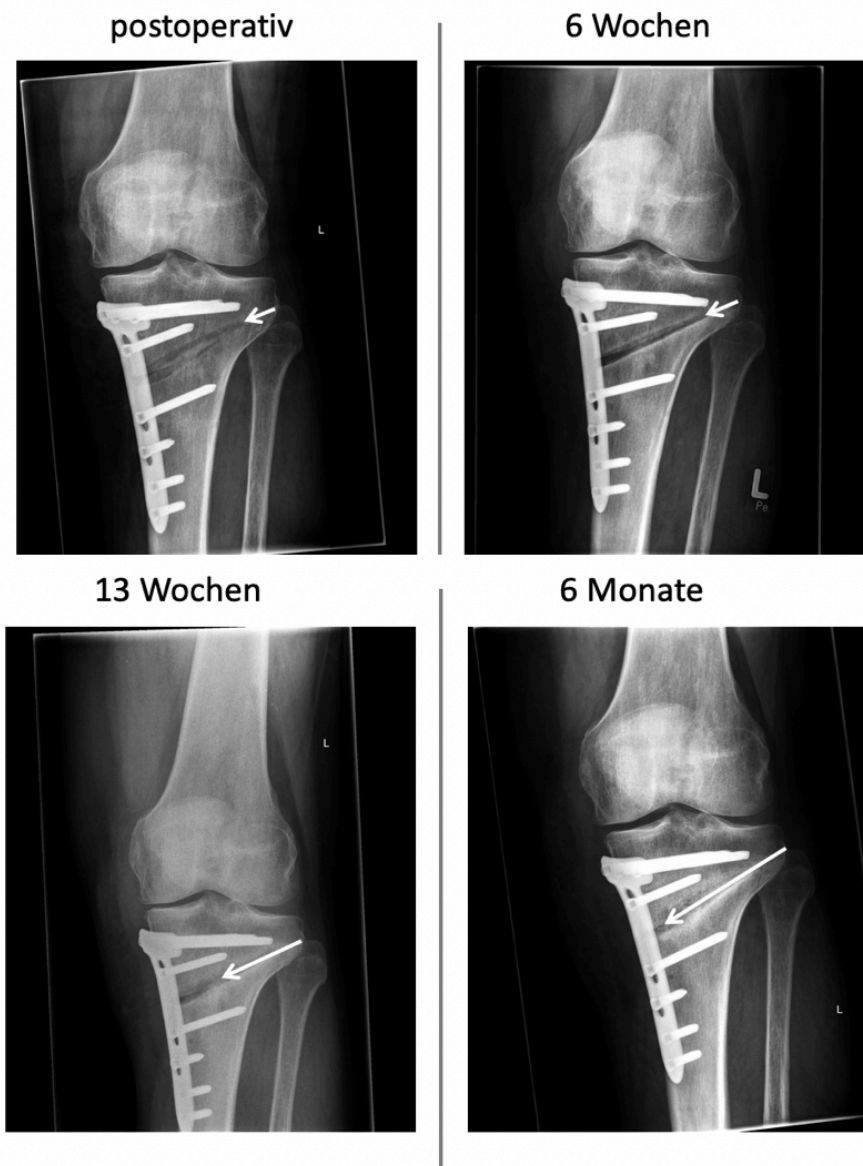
Verlauf des Knochenwachstums im Osteotomiespalt nach HTO (Bilder stammen aus den Röntgenaufnahmen eines Probanden dieser Studienpopulation)
